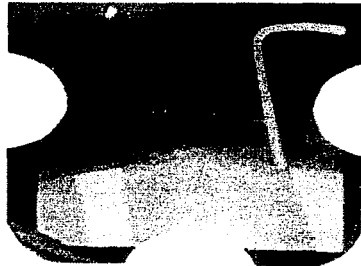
Radiografía de mala calidad debido a la mala posición dentro de la boca del paciente; por lo que no se observan los implantes colocados.
